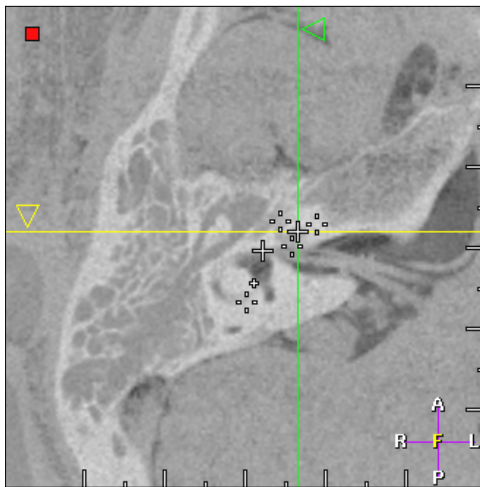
Fusion der CT- und MRT-Datensätze, dargestellt anhand einer nahezu identischen axialen Schicht
